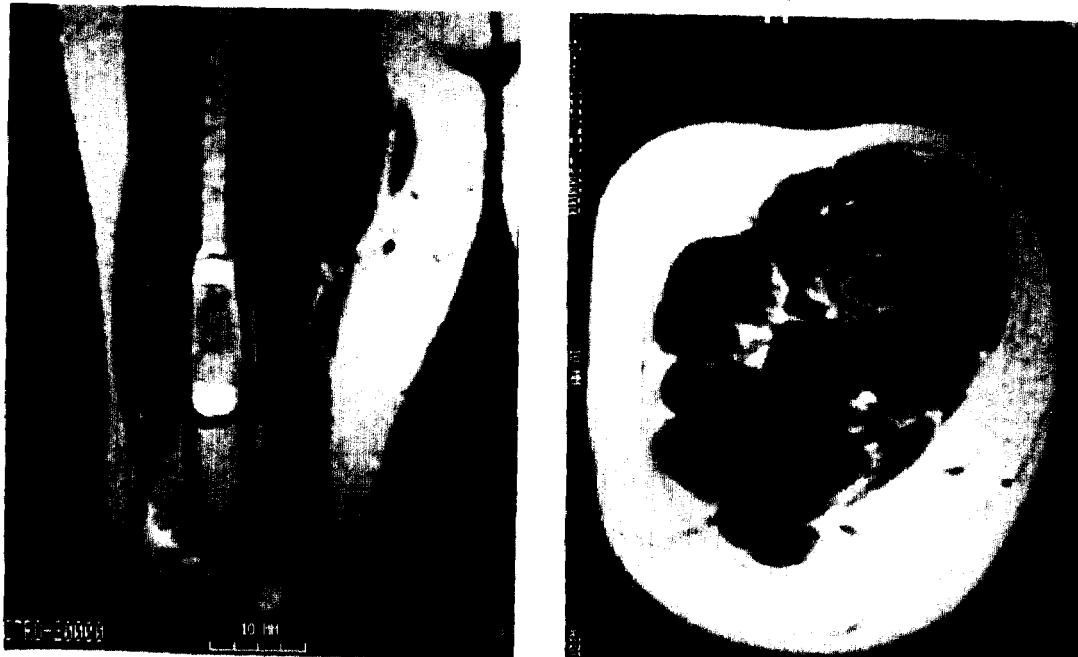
MRI A well defined, fibrous tissue containing mass in diaphysis of right femur(lower one third), confines to the medullary cavity with expansion, having periosteal edema.
